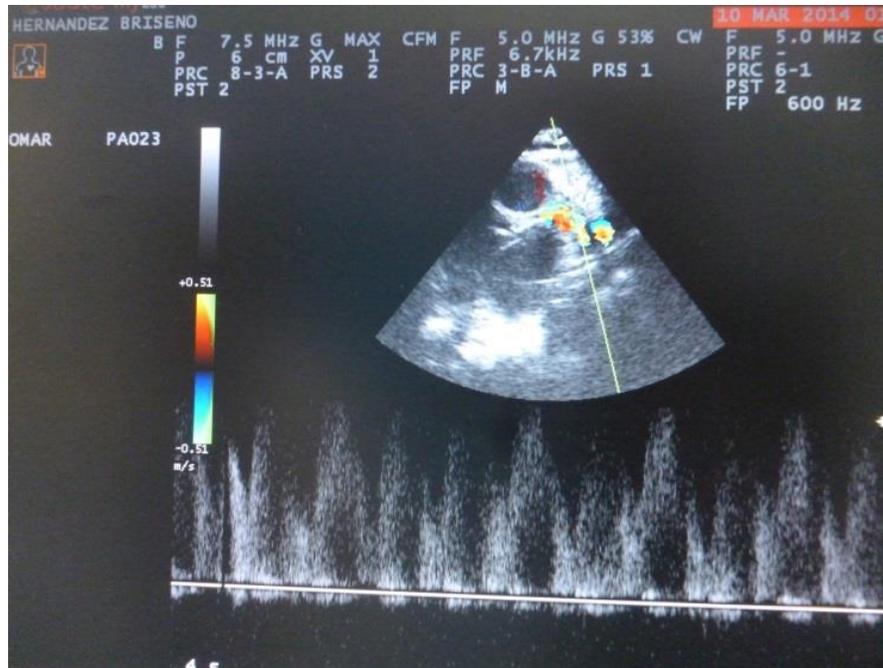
Ecocardiograma en corte de grandes vasos en modo Doppler, observando el flujo turbulento que se envía desde la aorta hacia la arteria pulmonar en su rama izquierda. Conducto arterioso persistente.
